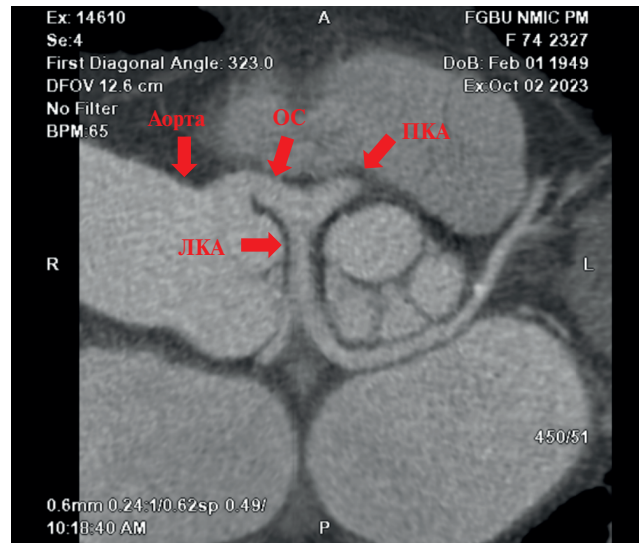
Компьютерная томография сердца с контрастированием. Примечание: ОС — общий ствол, ПКА — правая коронарная артерия, ЛКА — левая коронарная артерия.
